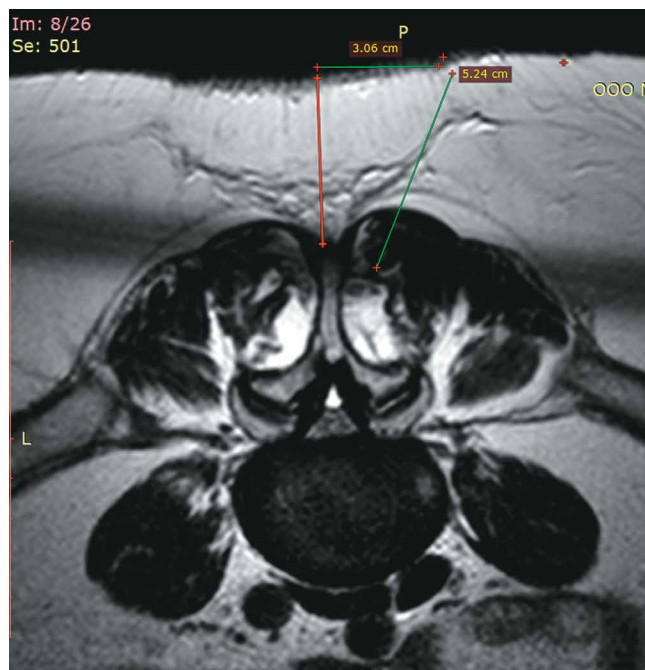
МРТ (аксиальный срез) пациентки П., 40 лет, грыжа МПД L4-L5. Толщина подкожно-жировой клетчатки составляет 50,2 мм (при введении игольчатого электрода под углом 30–45°)
